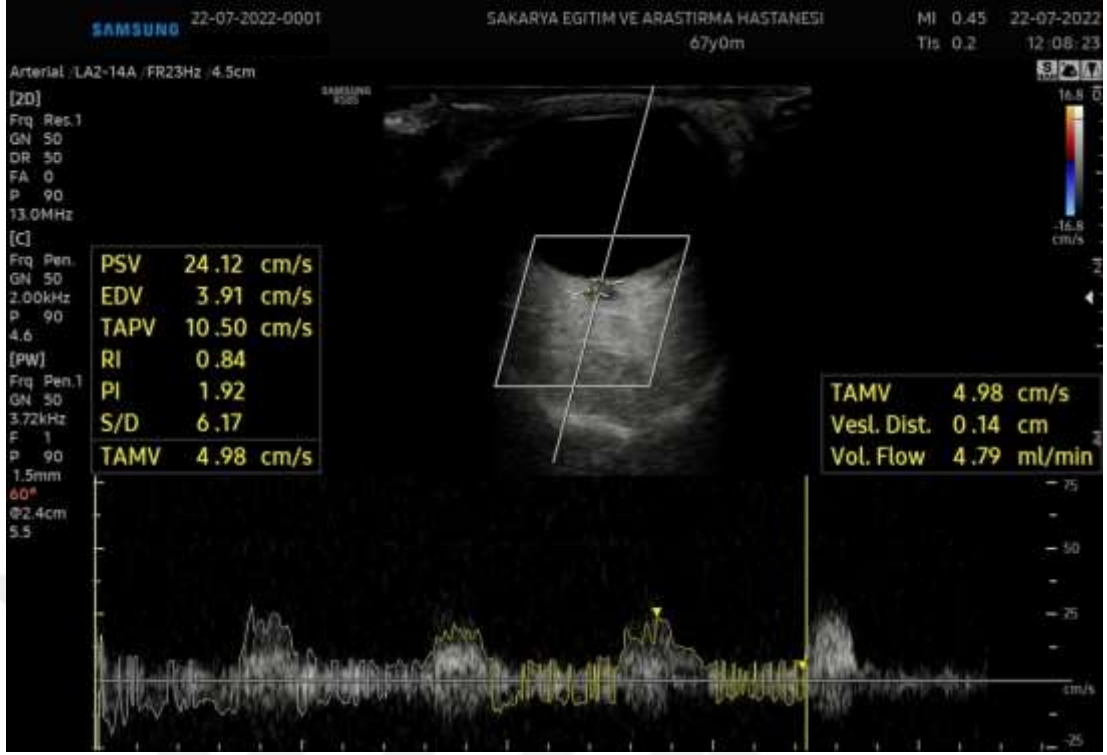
Sağ gözde spektral doppler ultrason imleci yerleştirilmesi
